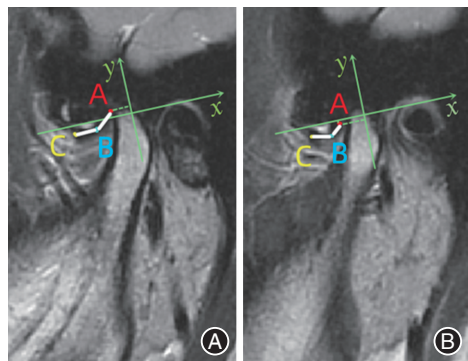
急性颞下颌关节盘不可复性前移位(ADDWoR)患者经手法复位联合Twin-Block 咬合板治疗后仍为ADDWoR但不伴张口受限者治疗前后磁共振成像(MRI)对比 A:治疗前闭口位MRI;B:治疗6个月后闭口位MRI。红色字母A为关节盘后带后缘中点,蓝色字母B为中间带的中点,黄色字母C为前带前缘中点。
